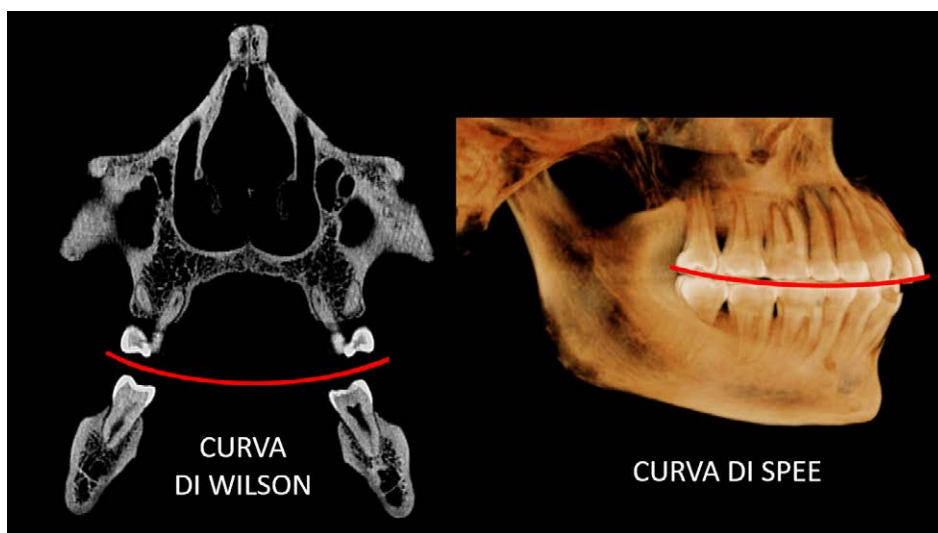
Curve di compenso. TC di reperti del Museo di Antropologia dell'Università di Firenze.
